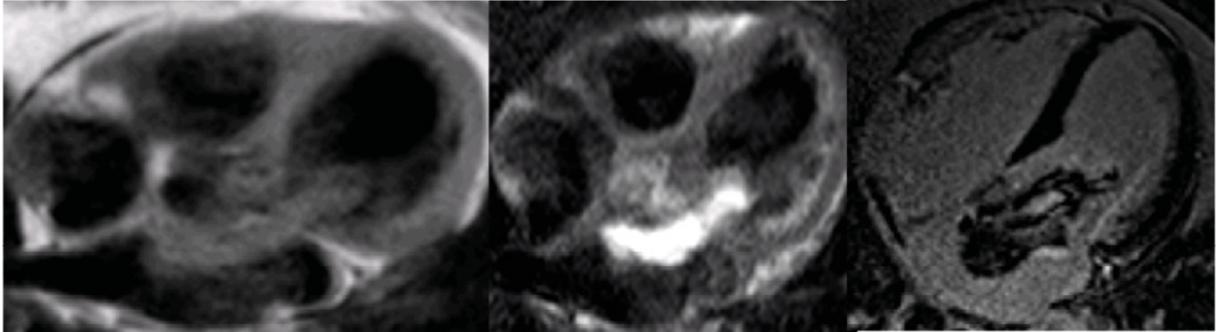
Mixoma auricular, con su característico comportamiento en las diferentes secuencias. A la izquierda se lo observa isointenso con el miocardio en T1, hiperintenso en secuencias T2 (imagen central) y patrón heterogéneo de realce tardío en la secuencia RTG.
